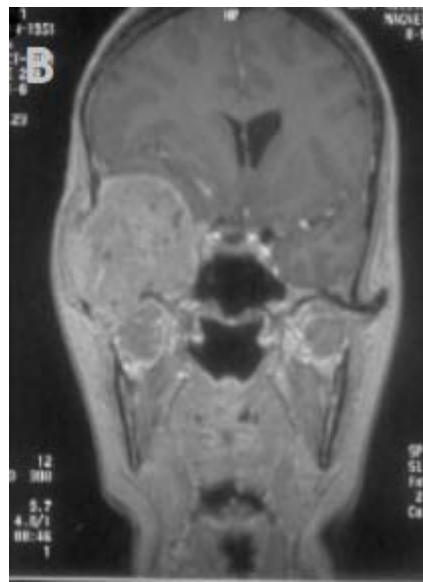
B : IRM cérébrale en coupe coronale et en séquence pondérée T1 avec injection de Gadolinium montrant ce méningiome temporal envahissant la fosse temporale et infratemporale.
